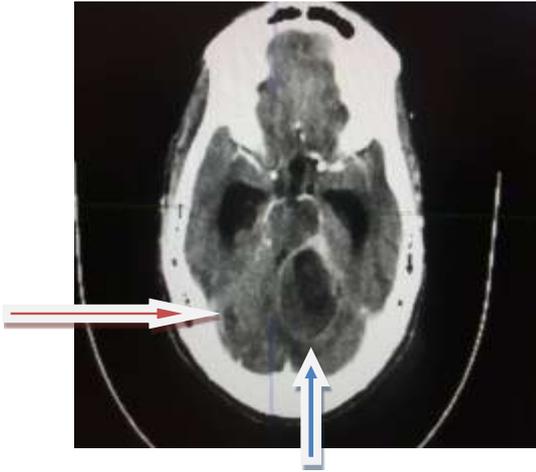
Image TDM en coupe axiale montrant abcès cérébelleux droit et gauche
